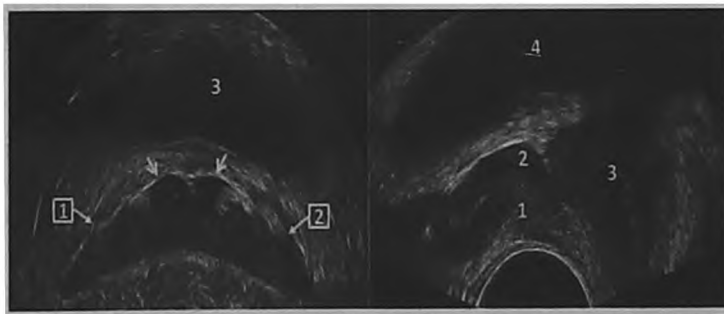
ТРУЗИ. Поперечная проекция (слева) и продольная проекция (справа). Нормальная картина СП и ампул СВП. Слева: 1 – СП, 2 – мочевого пузырь, стрелки – ампулы СВП. Справа: 1 – СП, 2 – ампула СВП, 3 – ПЖ, 4 – мочевого пузырь
